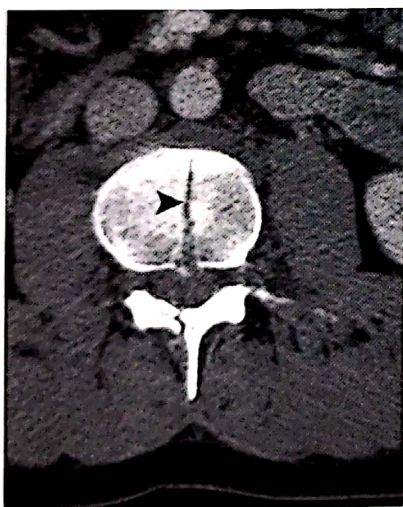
Fractură prin despicare L3 – imagine CT axială.
